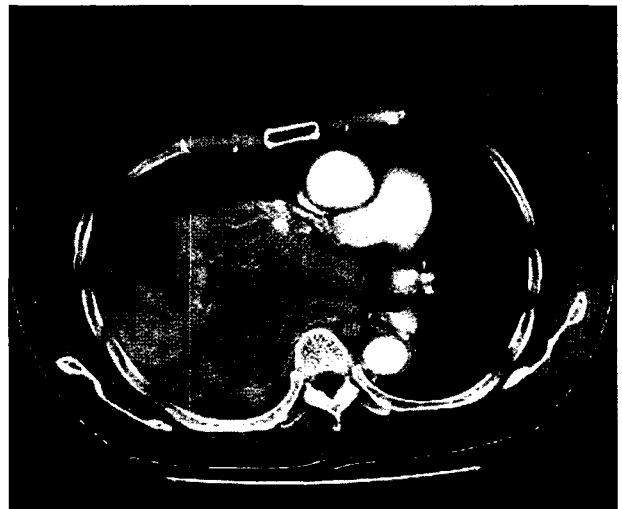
Chest CT scan of malignant SFTP shows a large mass shifting mediastinum. The mass presents intra-tumoral necrosis and accompanied loculated pleural effusion.
